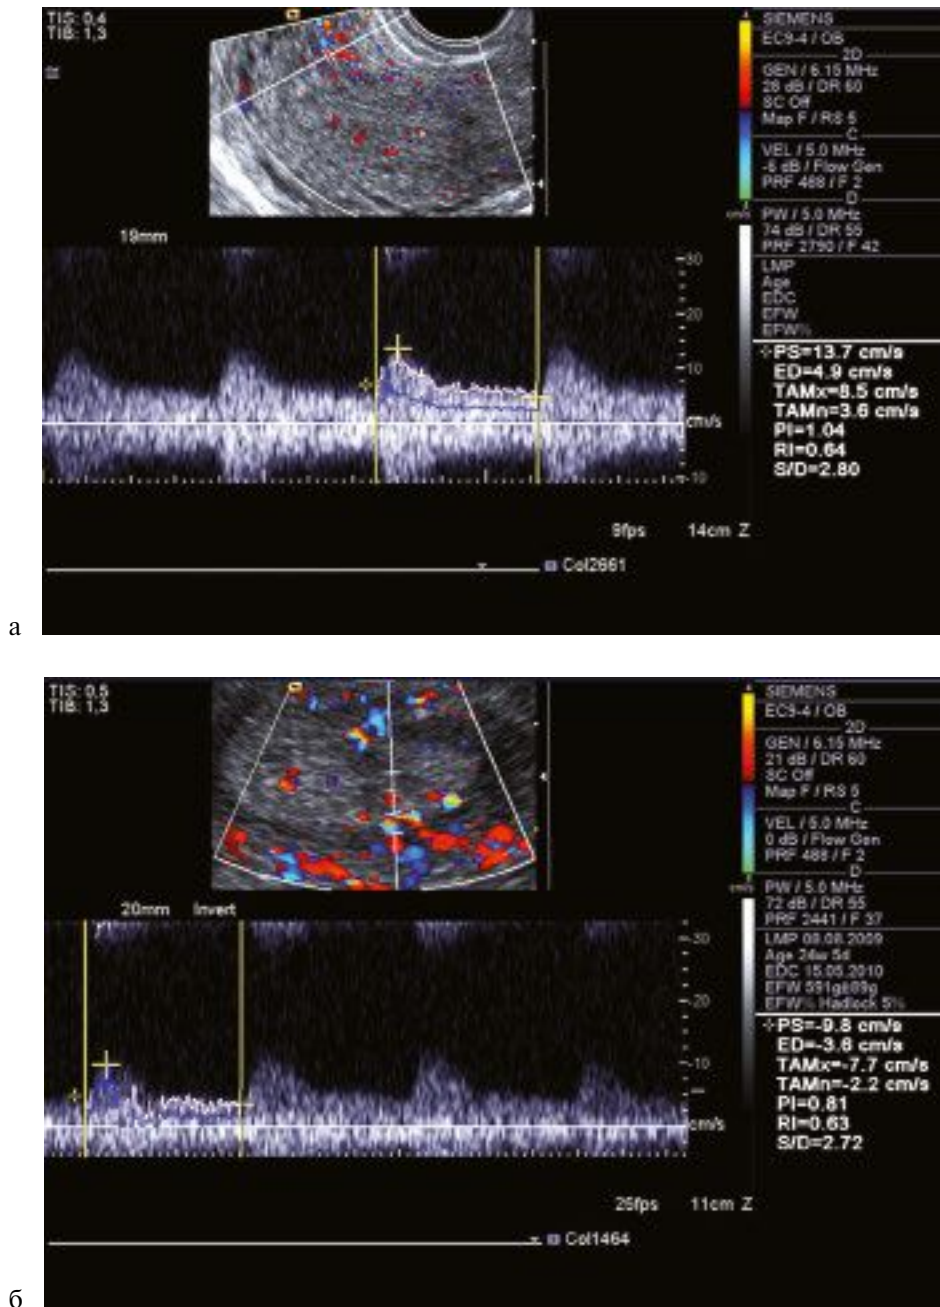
Внутриматочная перфузия у пациентки С., 30 лет, с диагнозом бесплодие. а — до прегравидарной подготовки; б — после прегравидарной подготовки.
